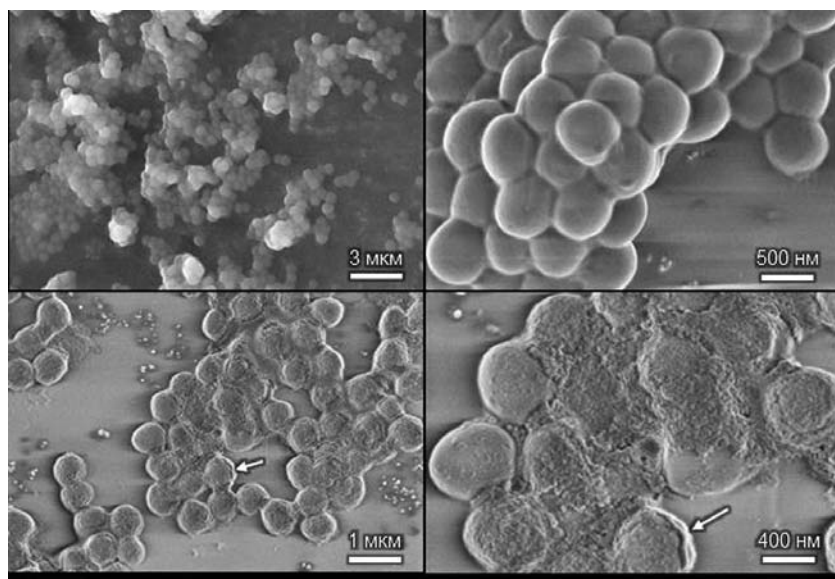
РЭМ (Растровая электронная микроскопия). Изображения колоний бактерий МРЗС (метициллин-резистентного золотистого стафилококка) в чистой культуре (сверху) и инокуляма с КТ (квантовыми точками) (снизу) при различном увеличении микроскопа. Стрелки указывают на клеточный отек
